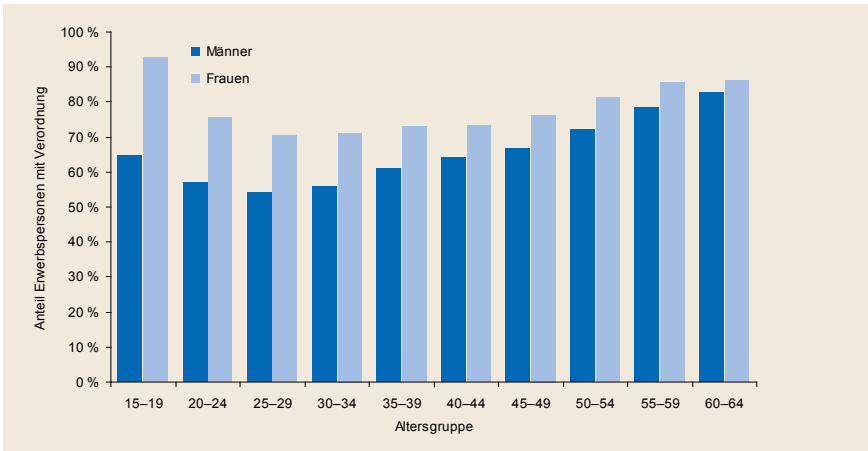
(Anteil an allen Erwerbspersonen der TK mit Versicherung am 1. Januar 2011)
